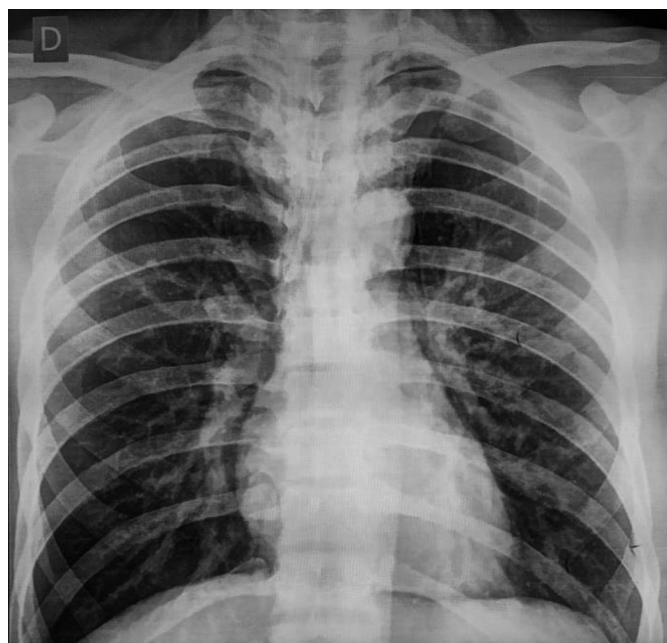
Radiografía de tórax de frente al ingreso del paciente: neumomediastino, ausencia de neumotórax hipertensivo.
